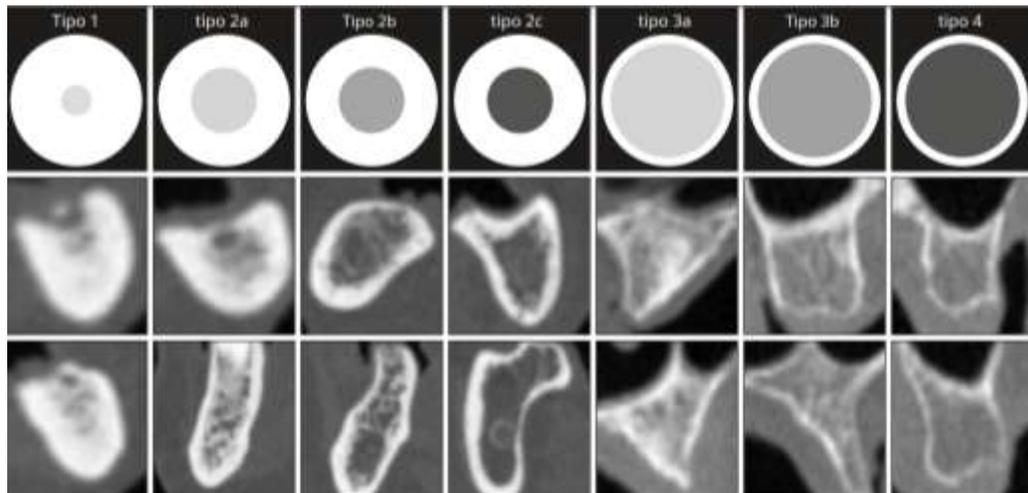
Clasificación de Lekholm y Zarb. Con sus respectivas imágenes de tomografía computarizada (36).
